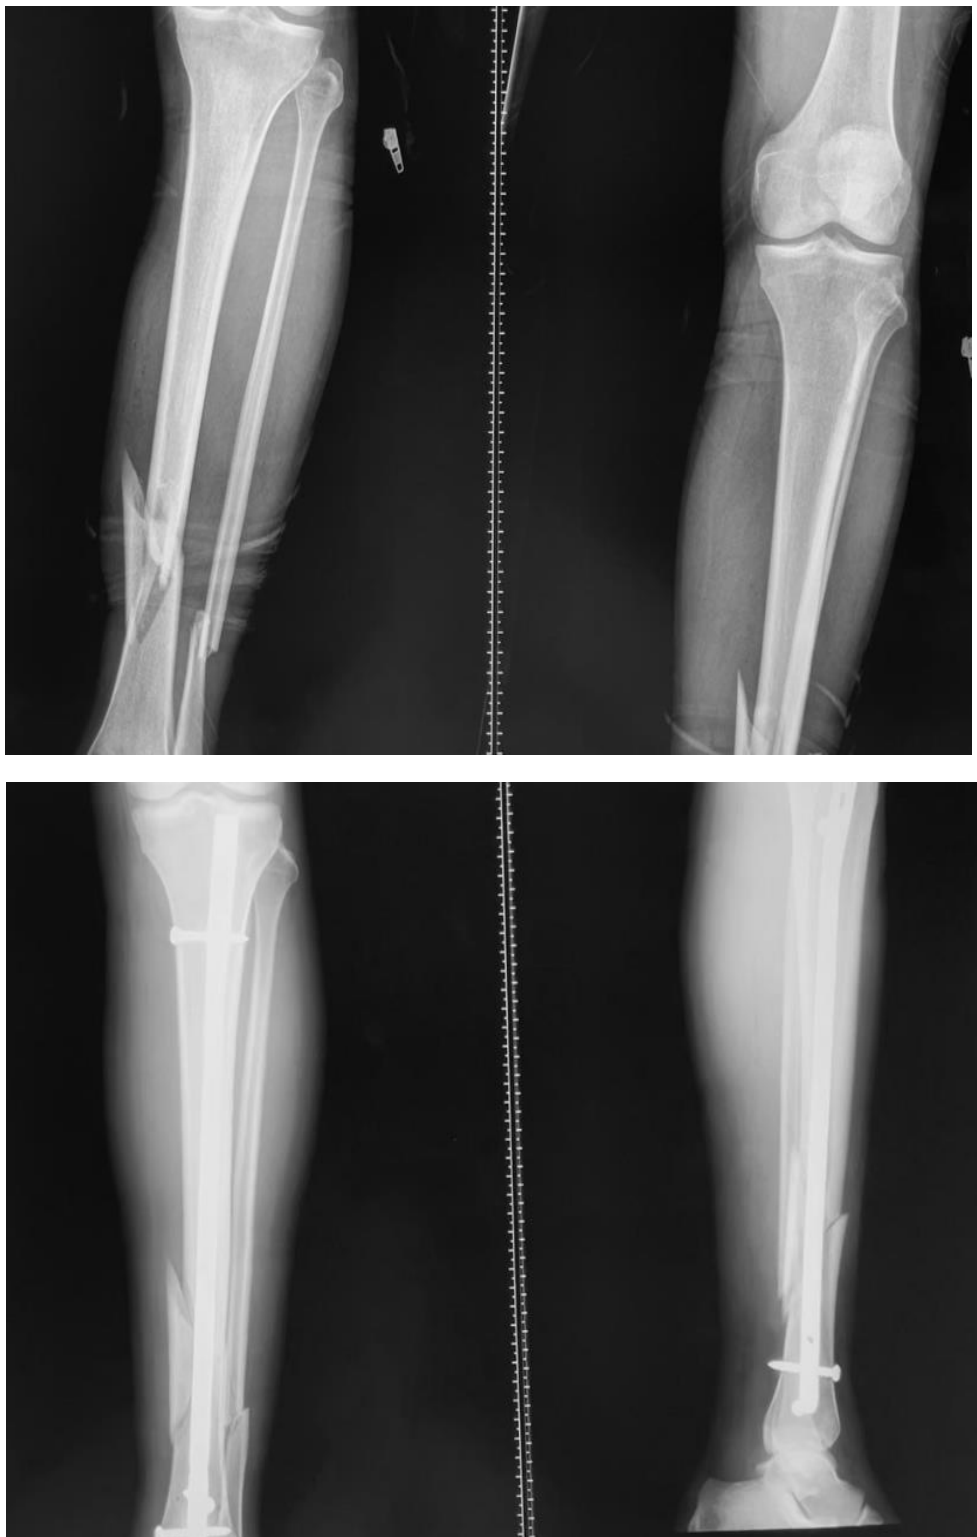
Patient de 34 ans présentant une fracture ouverte de jambe de type II selon Gustilo et Anderson : radiographies préopératoires et postopératoires immédiates (I0) de la jambe.
